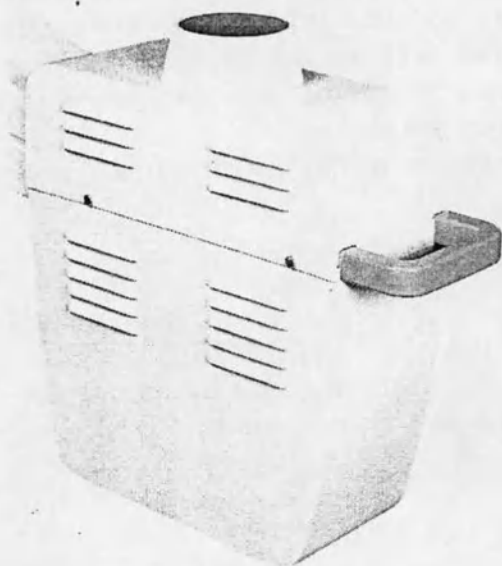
Источник рентгеновского излучения моноблочного типа (моноблок) на дуге
